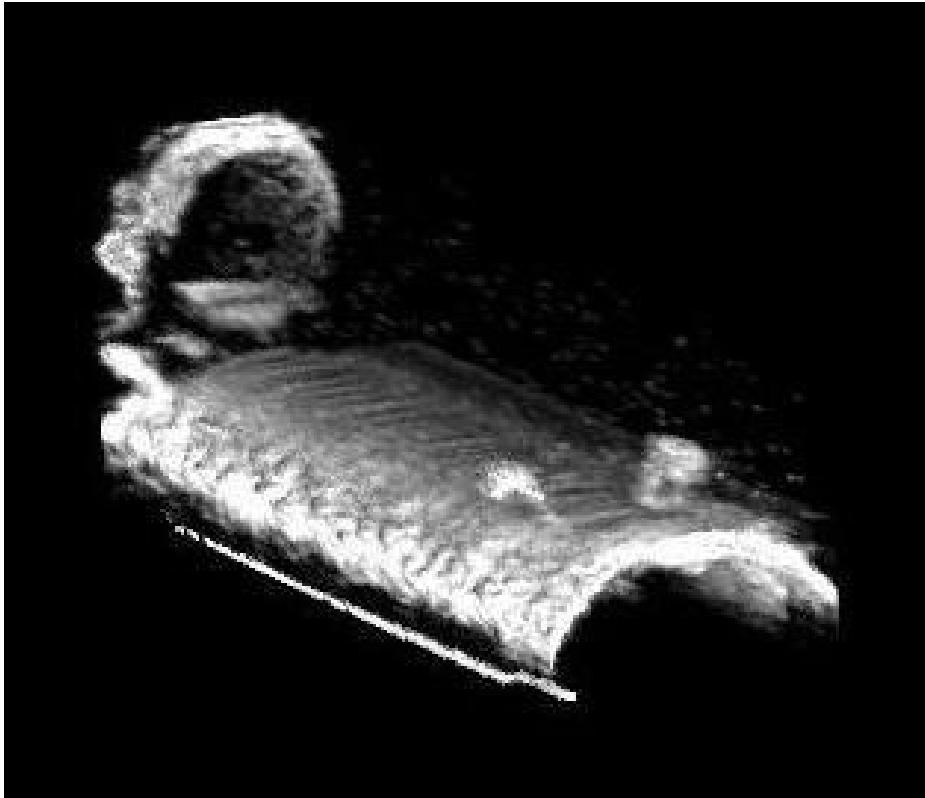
Rekonstruktion des Tierhalters aus den Daten der Transmissionsmessung im PET
